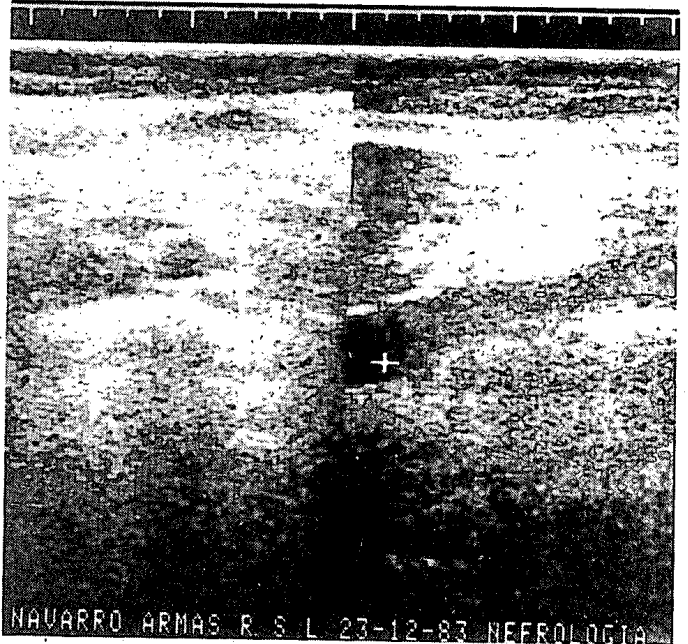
Ecografía con imagen intraluminal de unos 9 cm. que ocluye la luz arterial.
